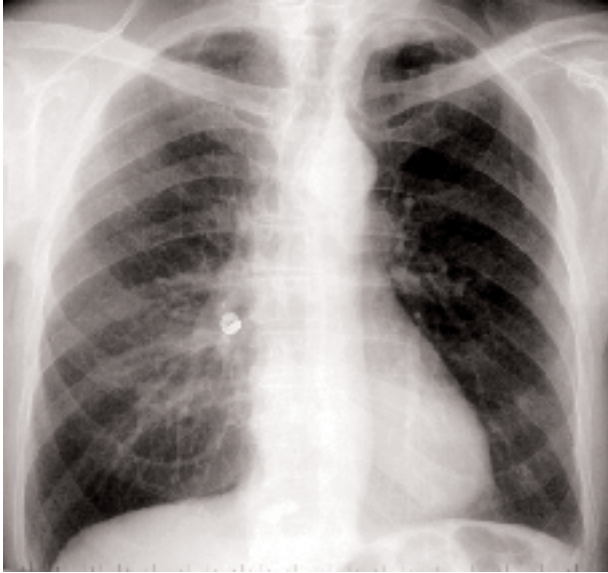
Radiographie standard de face (A) et de profil (B) objectivant l'inhalation d'une couronne dentaire figée dans le tronc intermédiaire droit.
